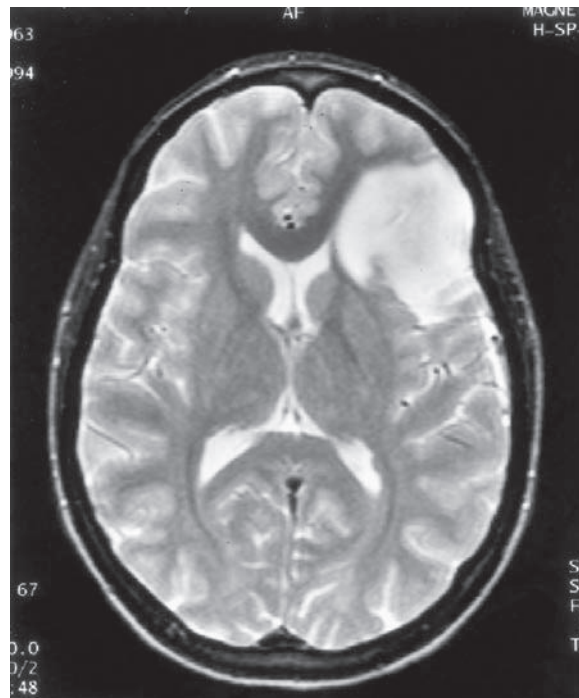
Astrocitoma de lóbulo frontal izquierdo; MRI de secuencia T2 que muestra un tumor infiltrante con un efecto mínimo de masa y edema ligero. El grado de intensificación varía.
